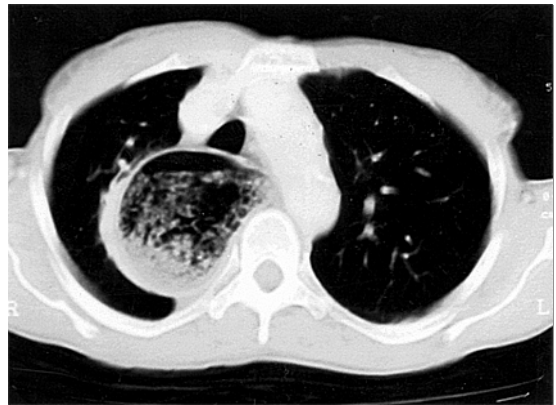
TAC del caso número 4.
